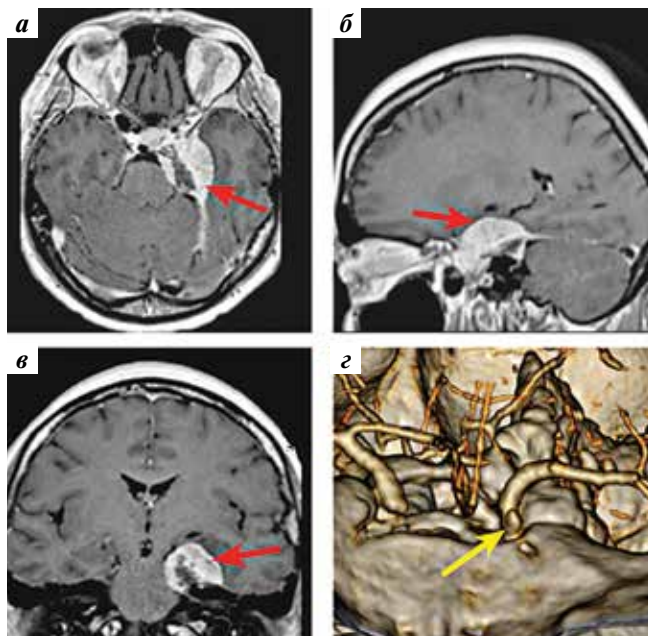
Данные нейровизуализационных исследований до операции: а–в — магнитно-резонансная томография головного мозга с контрастом: сфенопетрокливальная менингиома слева (красная стрелка); г — спиральная компьютерно-томографическая ангиография: аневризма офтальмического сегмента левой ВСА (желтая стрелка)
